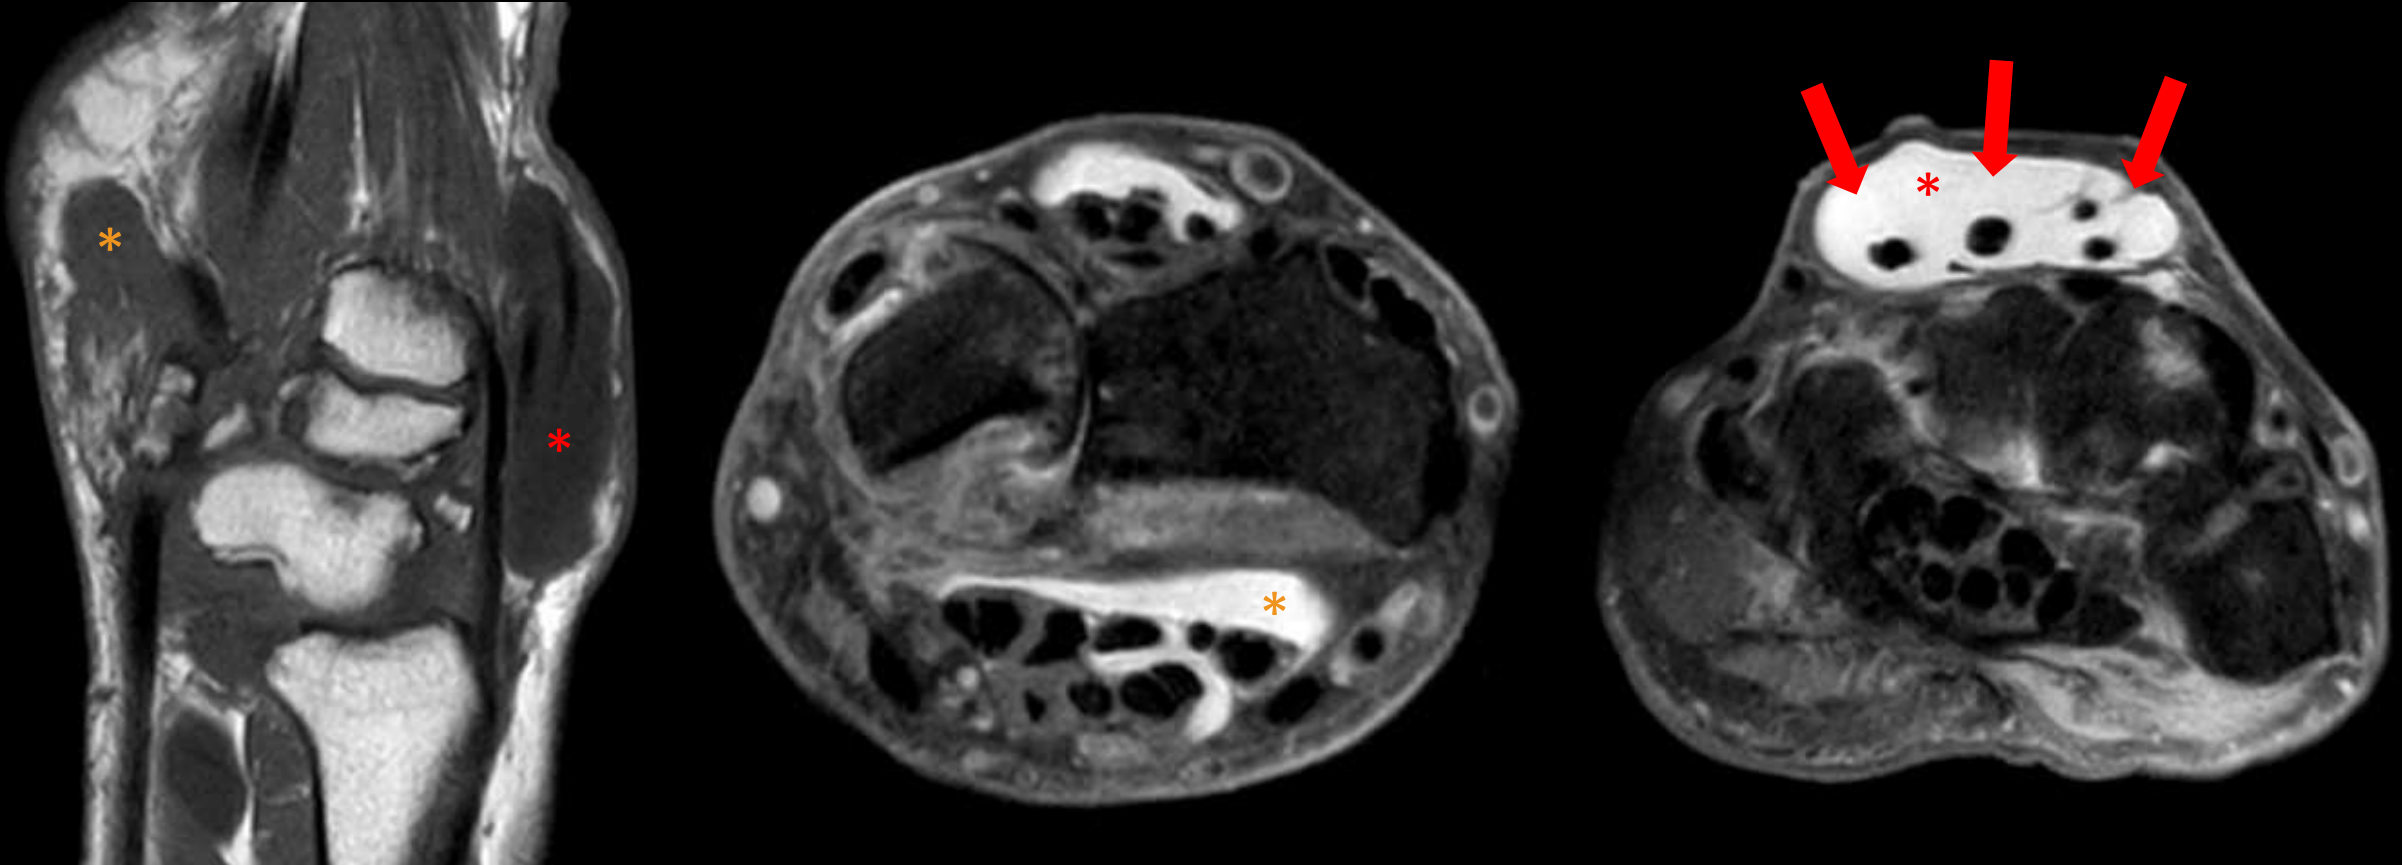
La ecografía es la técnica de elección para el estudio de la patología tendinosa, ya que nos permite evaluar el lado contralateral y realizar un estudio dinámico. La RM tiene la ventaja añadida de poder evaluar alteraciones ligamentarias, óseas y cartilaginosas. Cuando un tendón presenta alteración de su señal y se encuentra engrosado se denomina tendinopatía. Si se acompaña de líquido, engrosamiento sinovial y/o realce sinovial se le conoce como tenosinovitis. En este caso, las imágenes (a: sagital TSE-T1, b y c: axial DP-SPAIR) pertenecen al mismo paciente, el cual presentaba una gran colección líquida rodeando a los tendones del extensor común de los dedos (asterisco rojo), los cuales estaban engrosados (flecha); así como a los tendones flexores (asterisco
